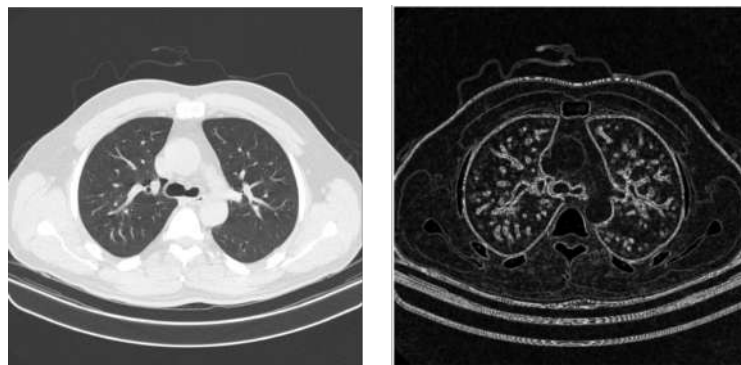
TAC de Tórax vs TAC de Tórax aplicando el operador Sobel
